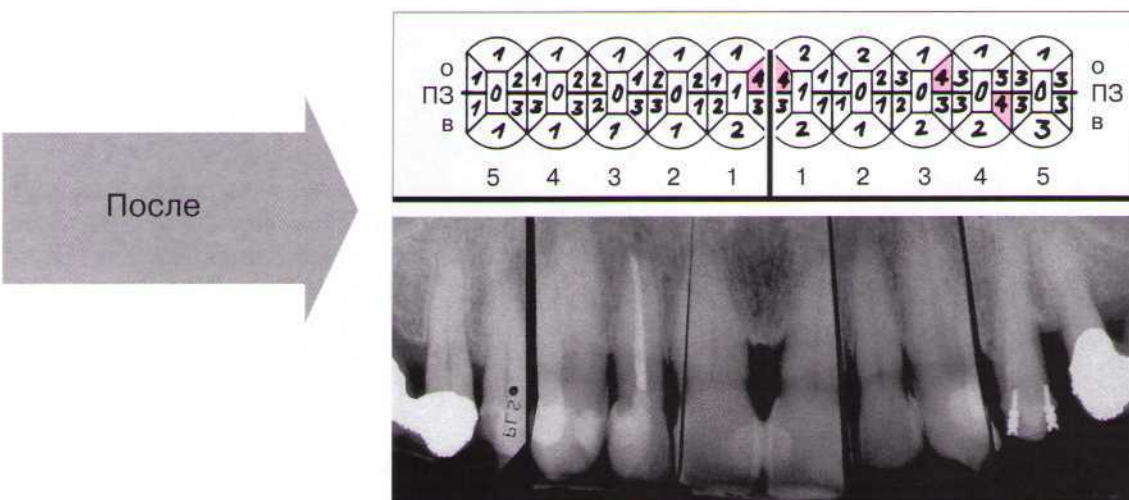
Глубина зондирования и рентгенологическая картина через 7 лет после лечения.
